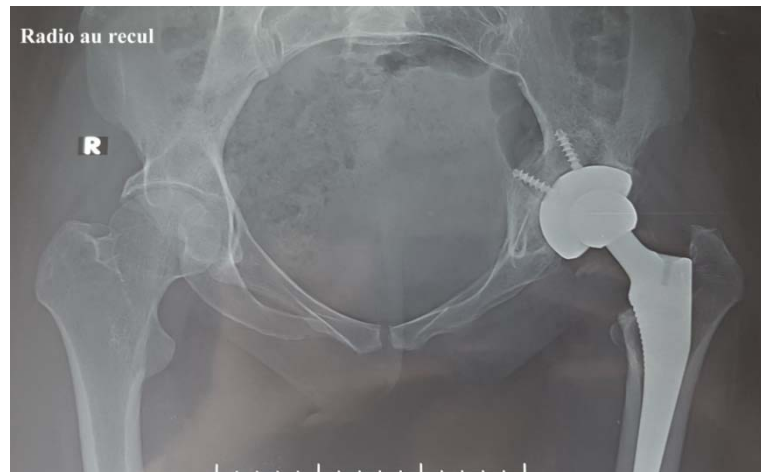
Radiographie au recul montrant une atrophie modérée du calcar
